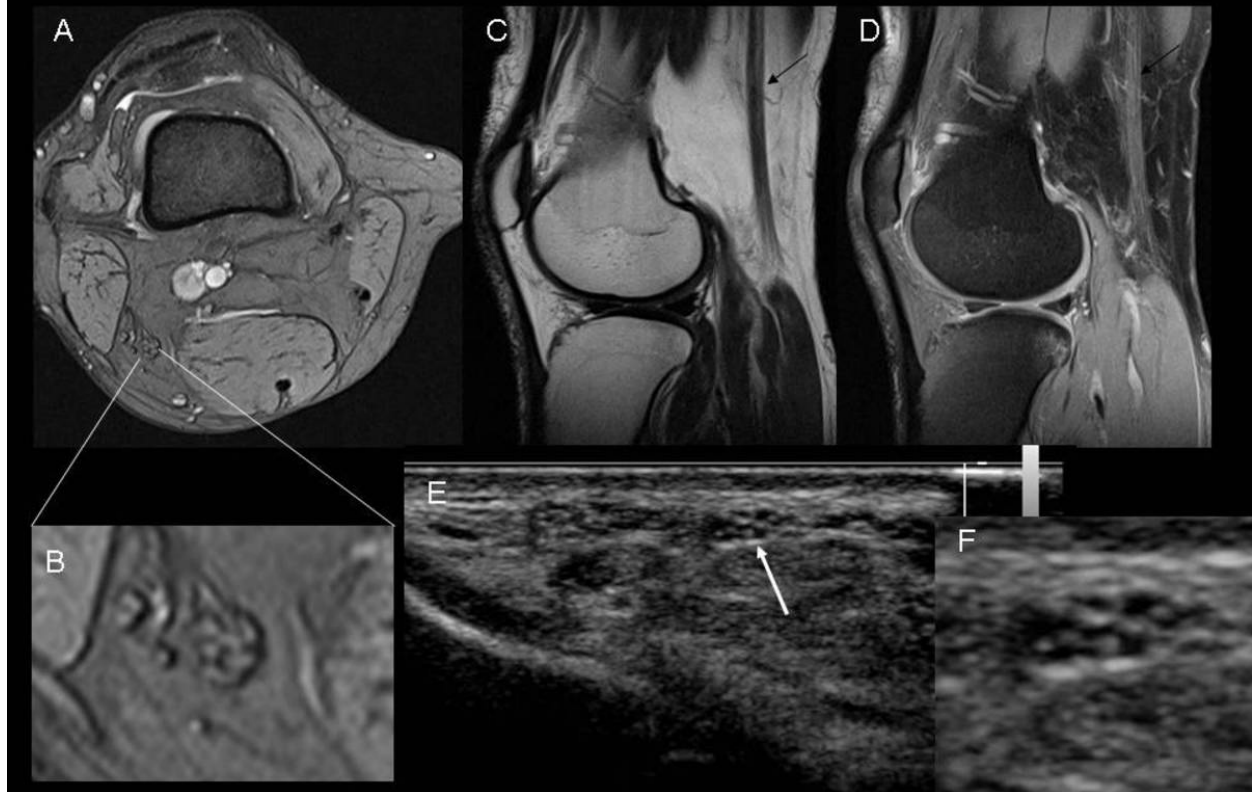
A) Imagen Axial en eco de gradiente y (B) aumento selectivo del nervio tibial y peroneo observándose el patrón fascicular. C y D) imágenes sagitales en T2 y DP FS respectivamente señalando con flecha recta el nervio tibial. E) Imagen de ecografía centrada en la región palmar del carpo, señalado con flecha blanca el nervio mediano. F) imagen ampliada selectivamente del nervio mediano demostrándose el patrón fascicular normal.
